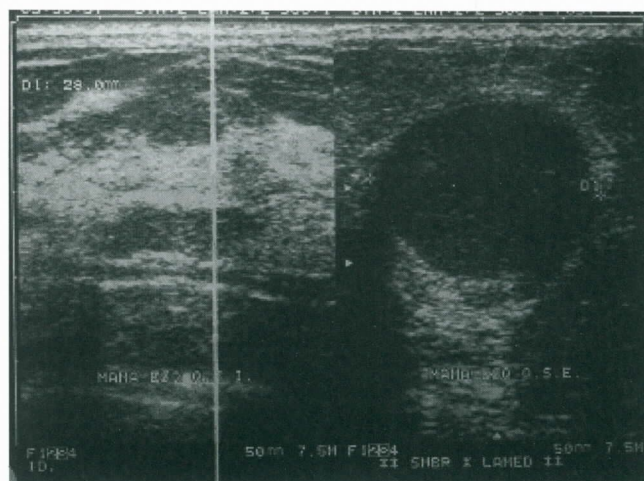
Ultra-sonografia.
